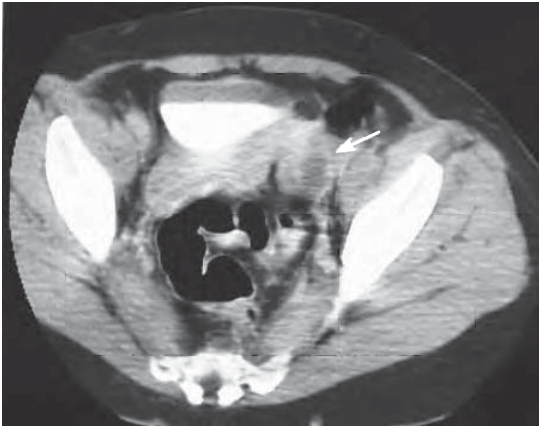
/4. TAC de abdomen. Absceso tubo-ovárico izquierdo.
